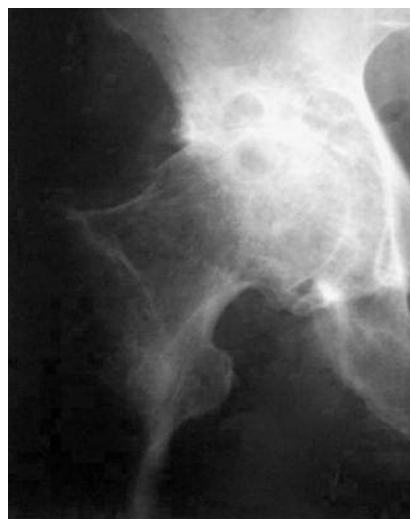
Particolare radiografico di coartrosi.
